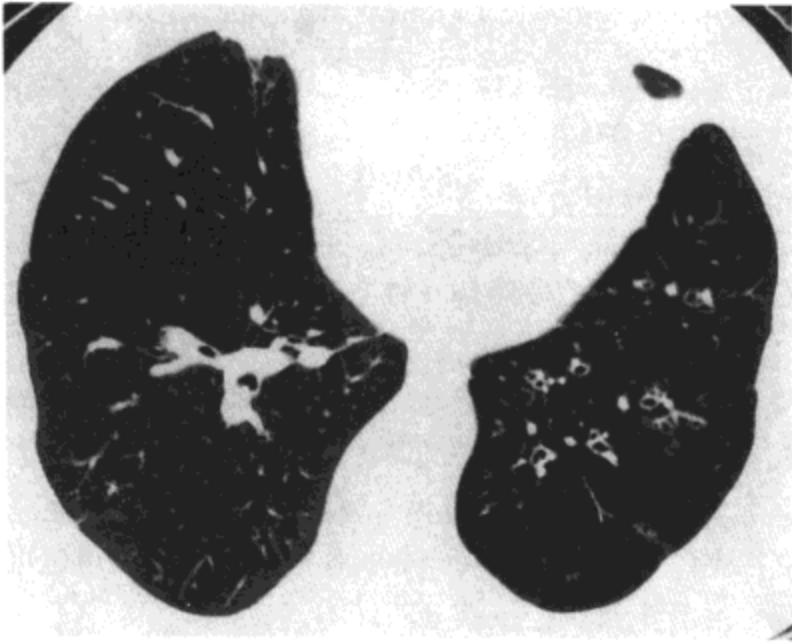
Swyer-James 综合征。高分辨率 CT 影像示左肺密度减低与血管稀少，左肺下叶与舌叶支气管扩张。注意左肺体积减小，纵隔向同侧移位。右肺中叶也可见局部细支气管扩张。病人男，53 岁。
